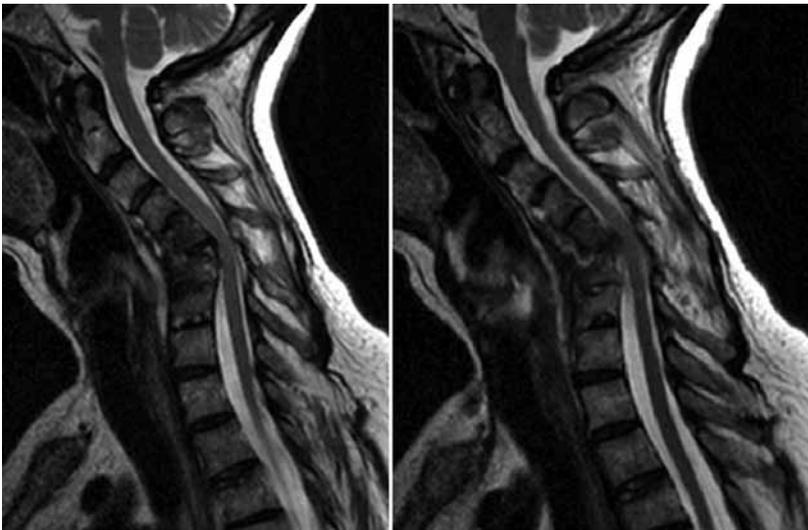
Resonancia magnética, corte sagital, después del trauma. ◀
